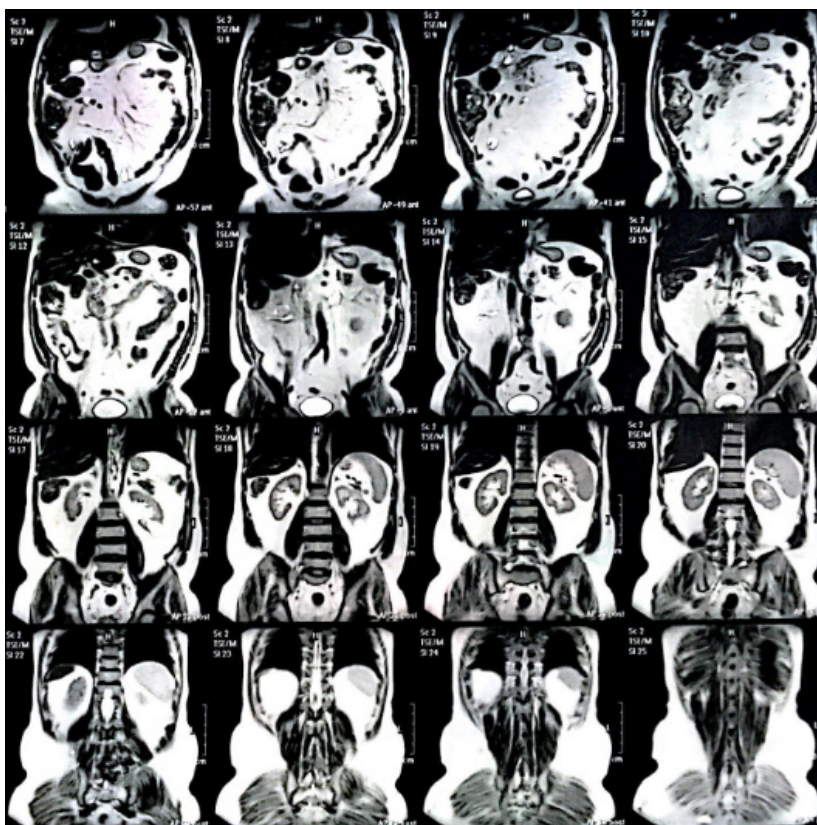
Ressonância de abdome, corte coronal.
